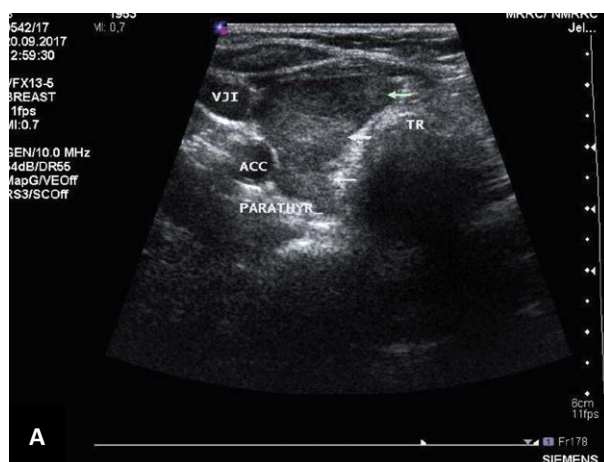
УЗИ шеи. У нижнего полюса правой доли щитовидной железы гипоехогенное образование размерами 28 × 21 × 24 мм неправильной формы с четкими контурами и смешанным кровотоком. А — поперечный срез; Б — продольный срез.
